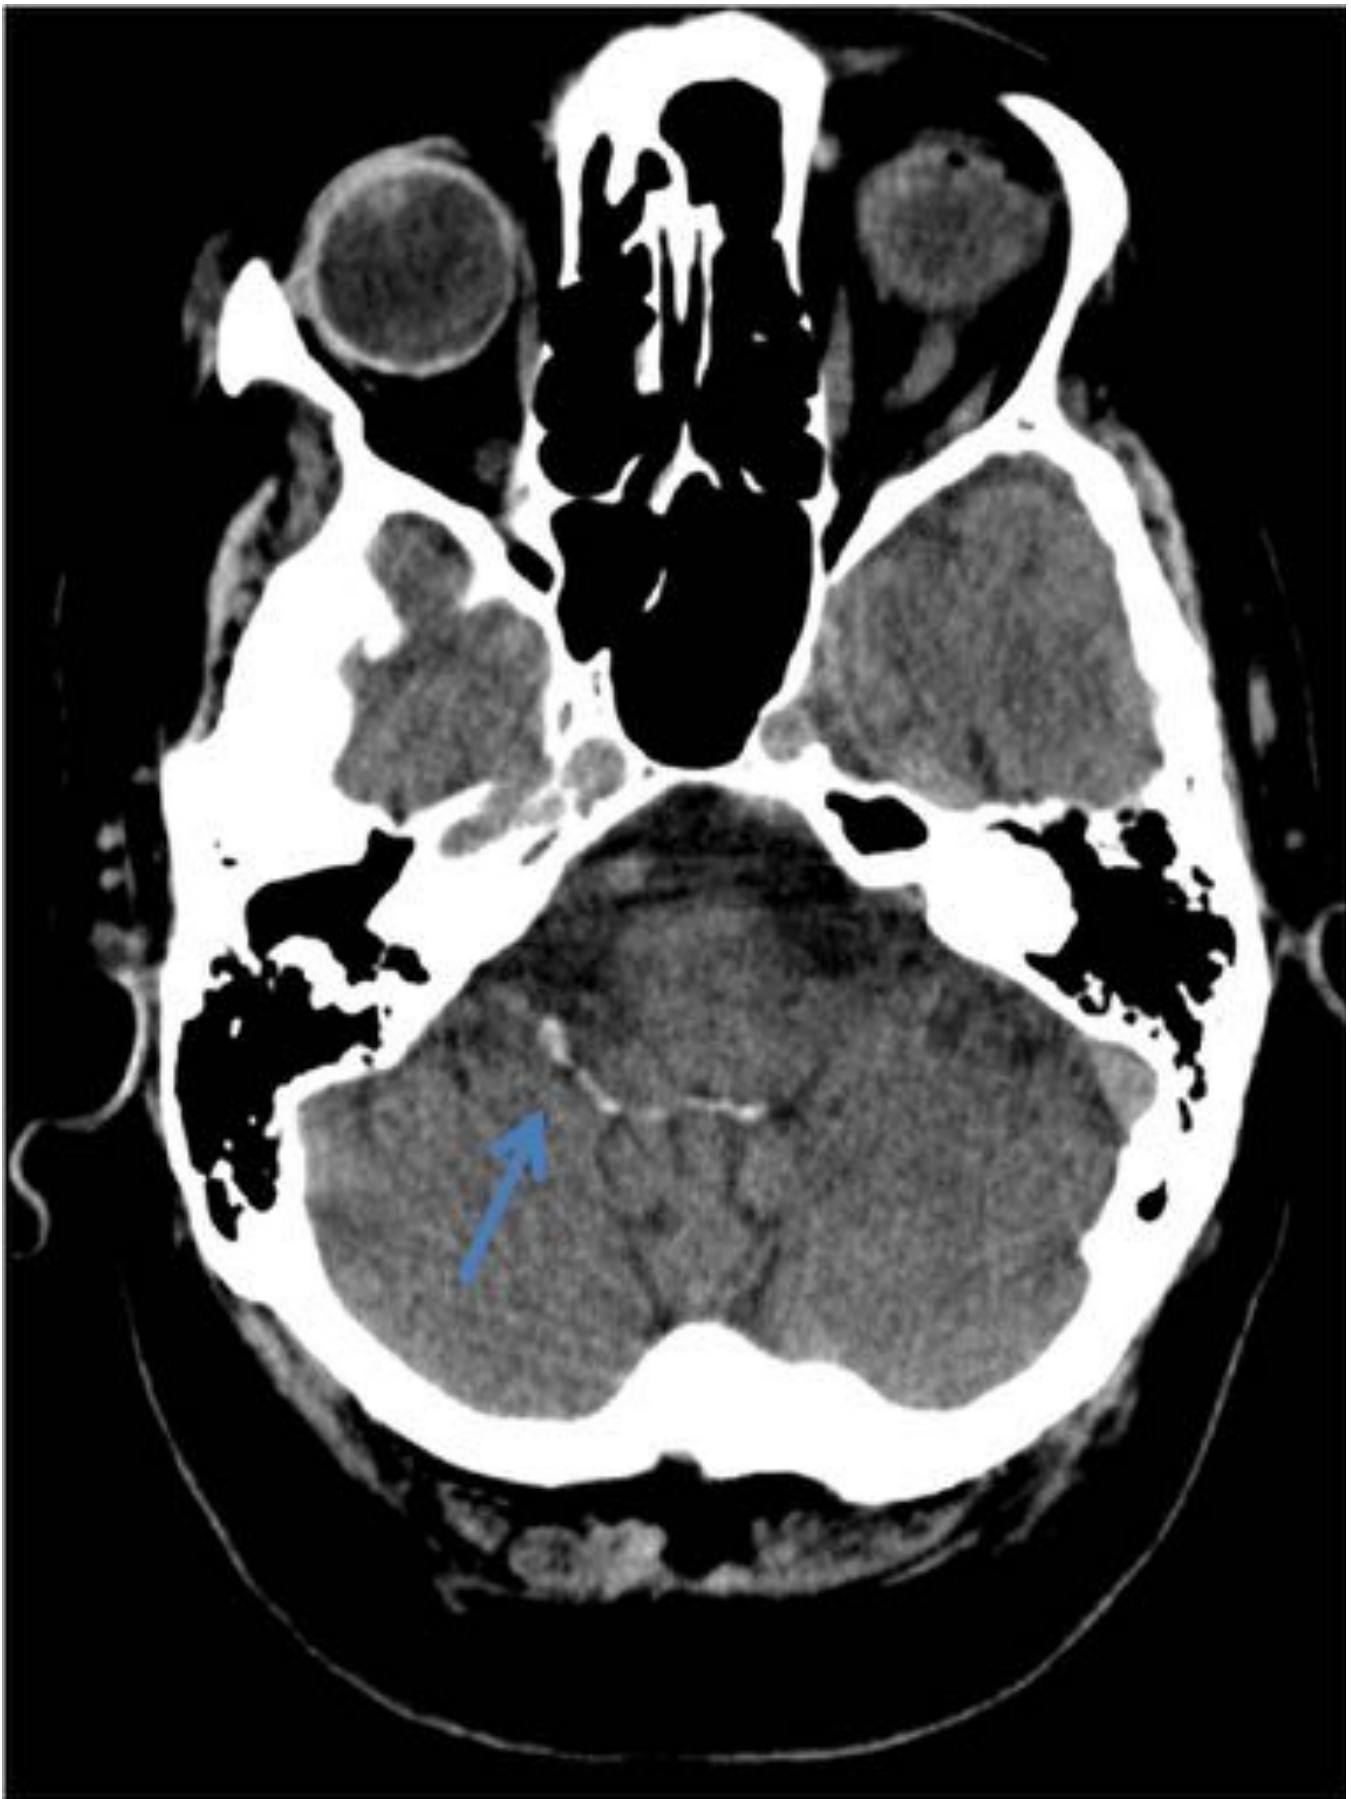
Varón de 89 años que le realizamos TC craneal sin CIV por traumatismo craneoencefálico donde se confunde la calcificación de los recesos laterales del cuarto ventrículo (Flecha) con hemorragia.
